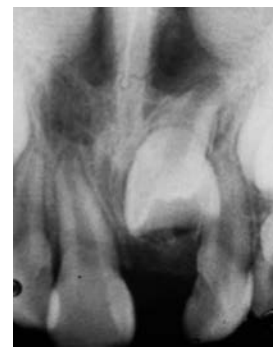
Radiografía periapical que muestra la posición atípica del diente retenido.
